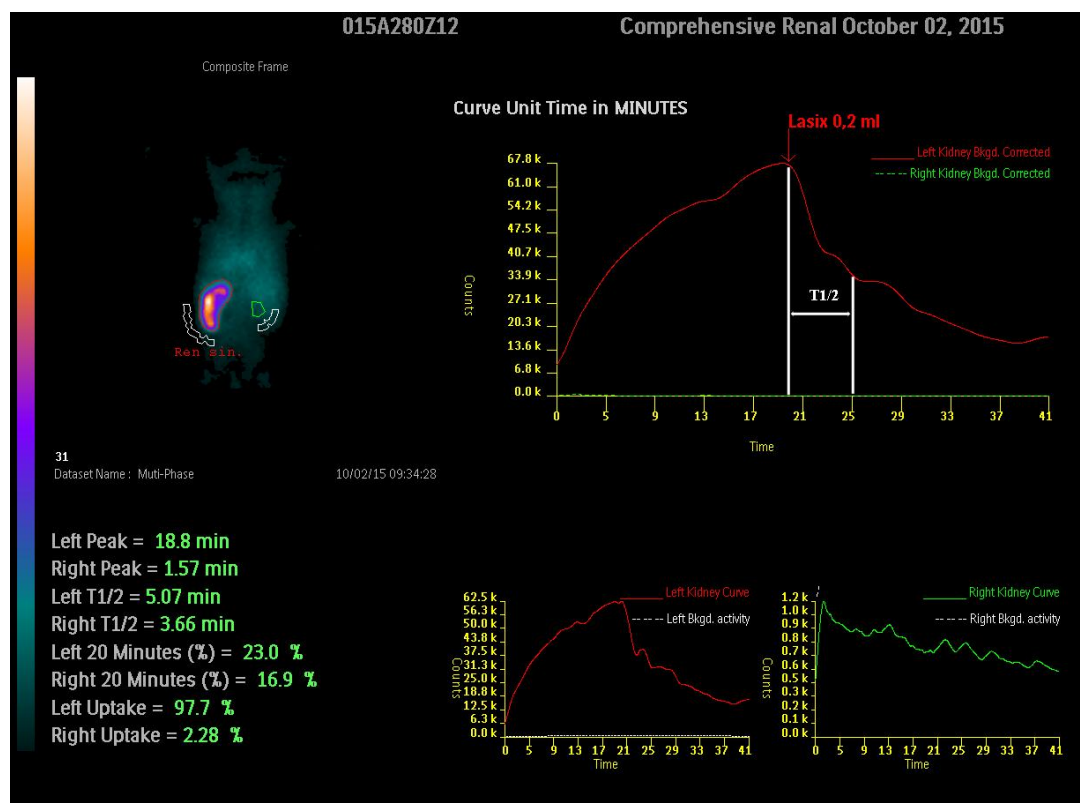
Диуретическая нефросцинтиграфия – отрицательная диуретическая проба
